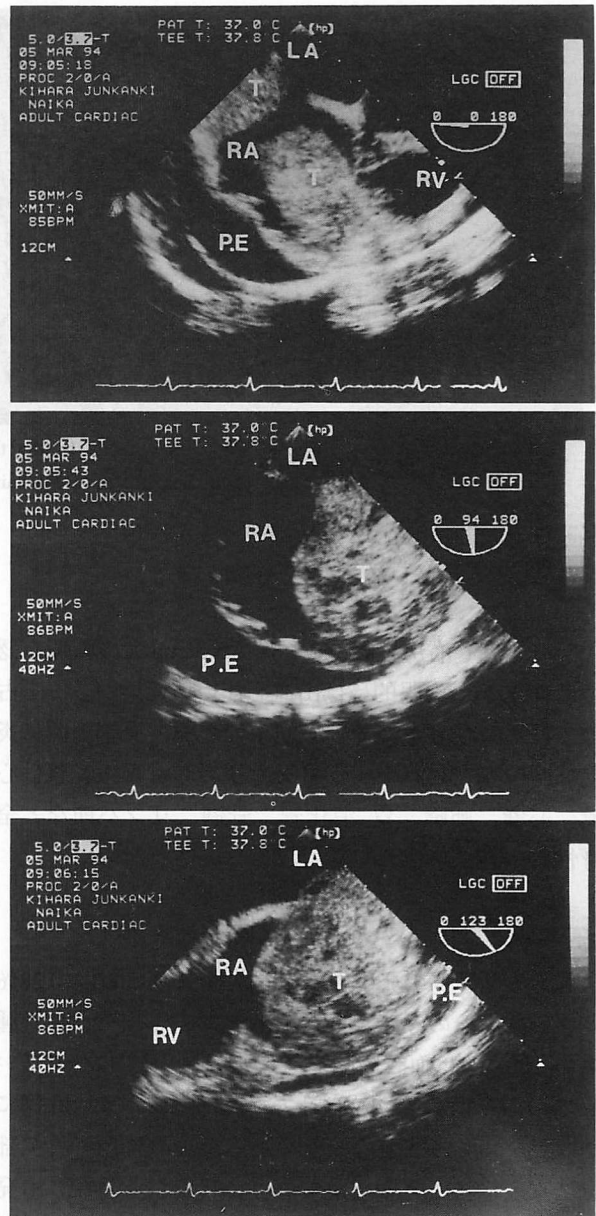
Omnipolar transesophageal echocardiograms
